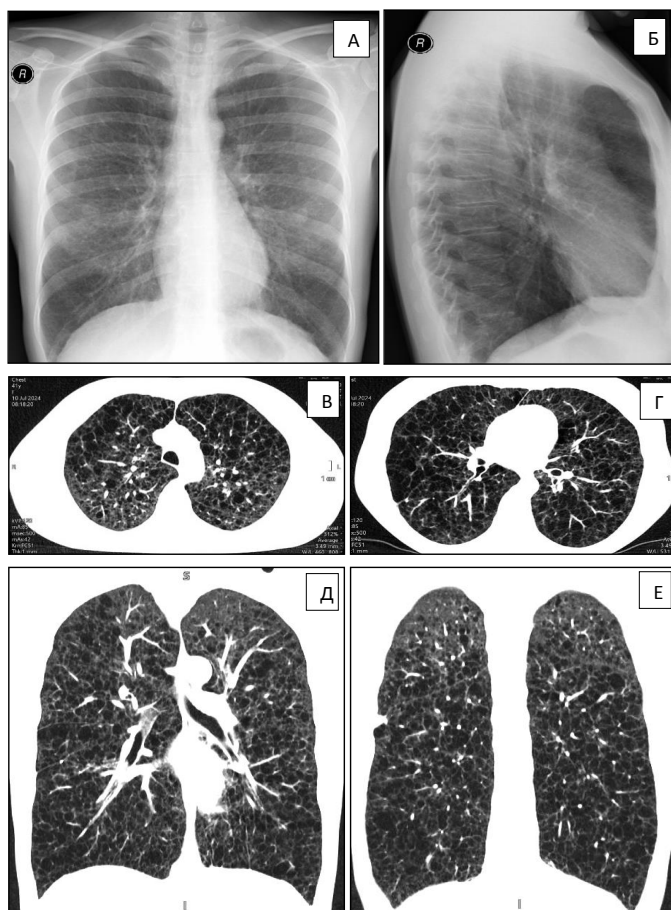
Рентгенография в прямой передней (А) и правой боковой (Б) проекциях, компьютерная томография (В, Г, Д, Е) пациентки с диффузной формой ЛАМ.
